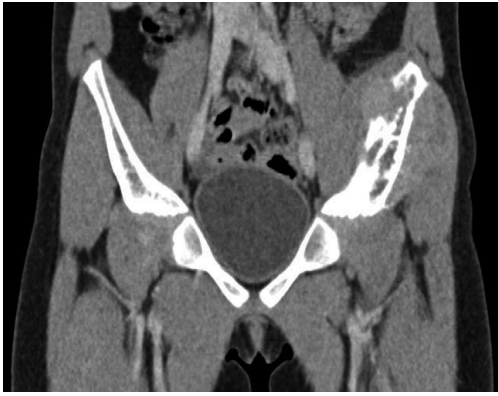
Visible osteolysis and pathological tissue mass (CT)
